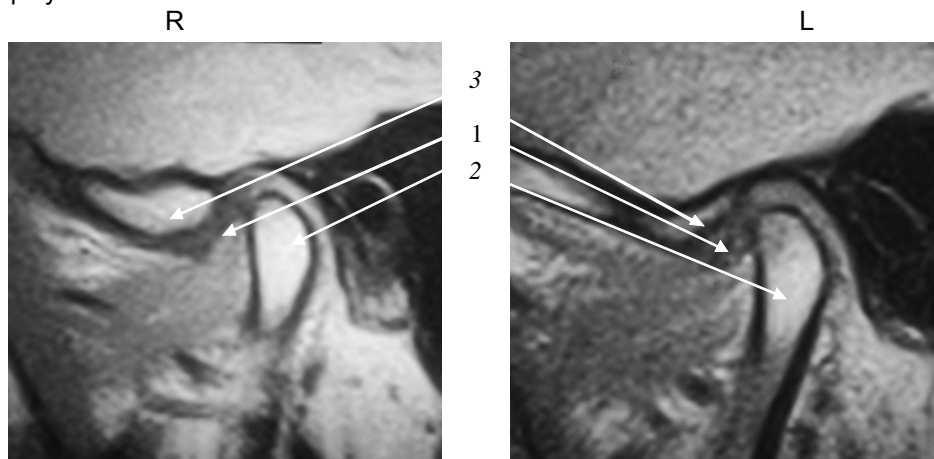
Хвора Ф., МРТ у косій сагітальній проекції у звичній оклюзії: 1 – суглобовий диск; 2 – голівка нижньої щелепи; 3 – суглобовий горбок
